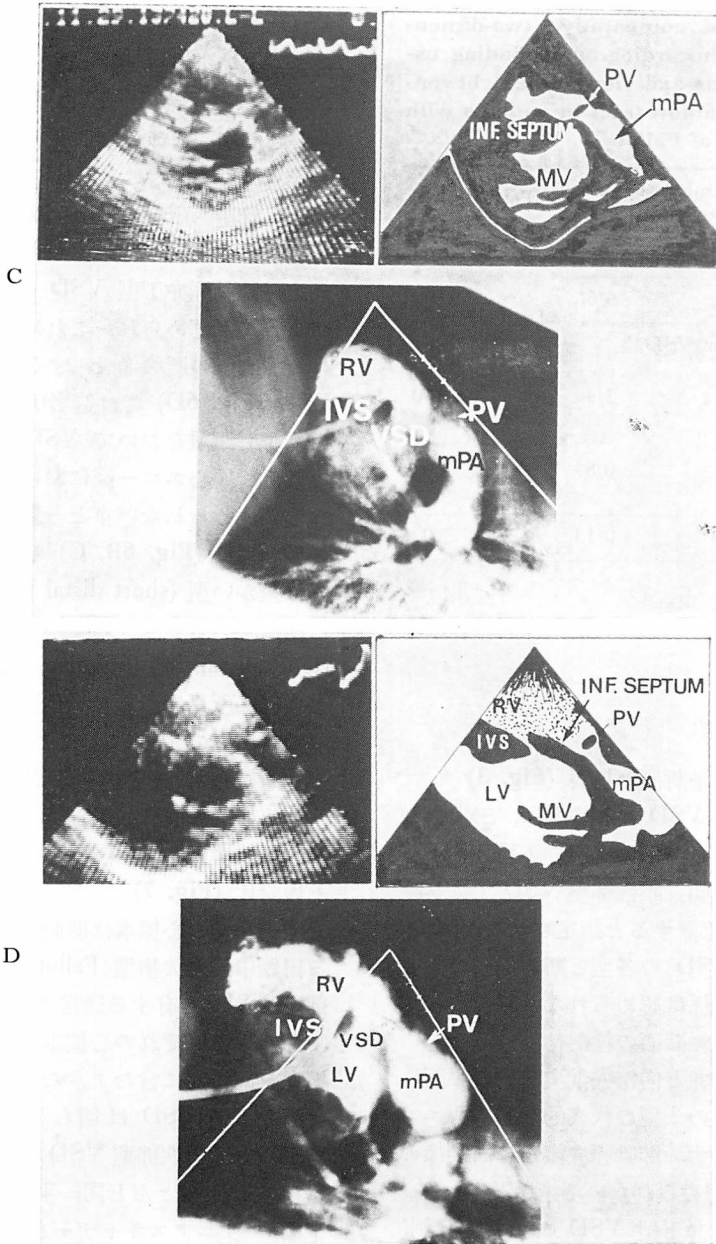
Two-dimensional echocardiograms depicted in the plane 2 and the corresponding lateral projections of the right ventriculogram.
